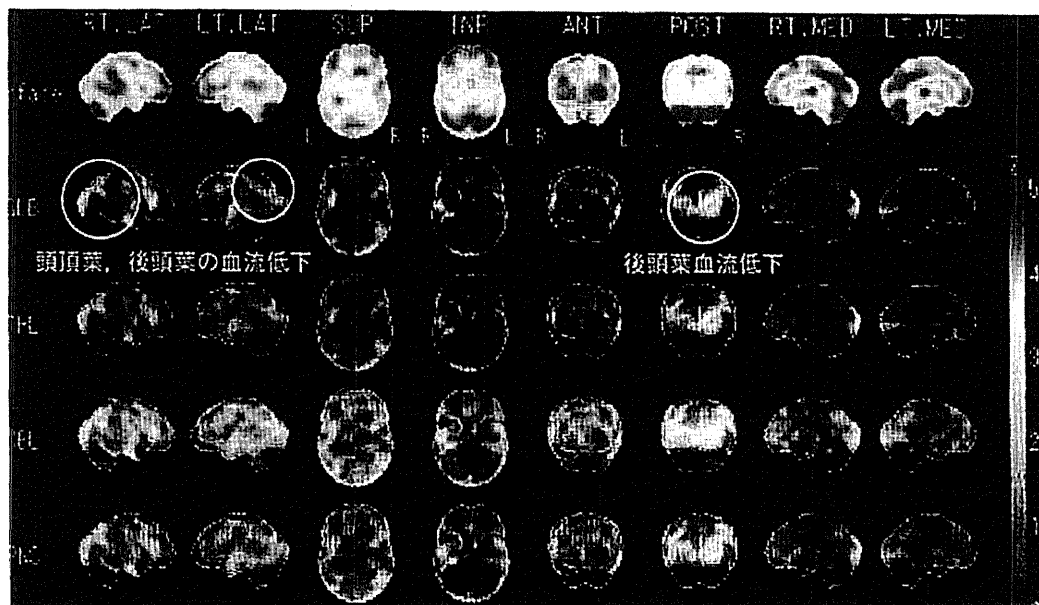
症例 3 の SPECT 3D-SSP
